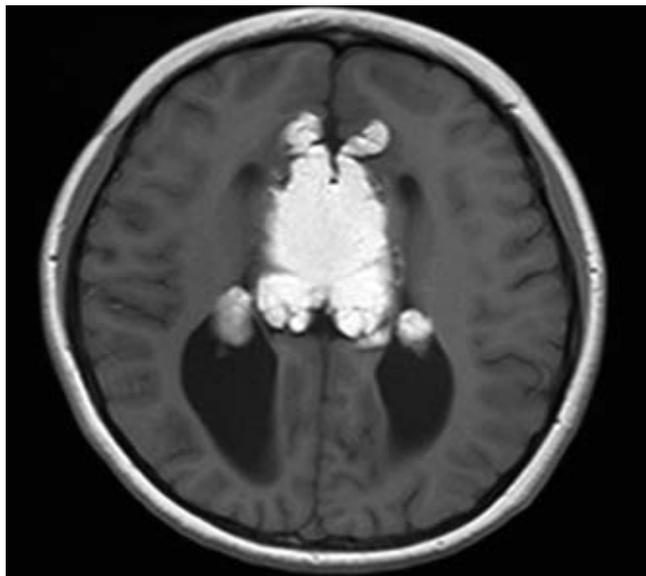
Corte axial de resonancia magnética ponderado en T1. Se observan los cuernos frontales pequeños y dilatación de trígonos posteriores “signo radiológico auto de carreras”. Además identifica masa hiperintensa en topografía pericallosa.
